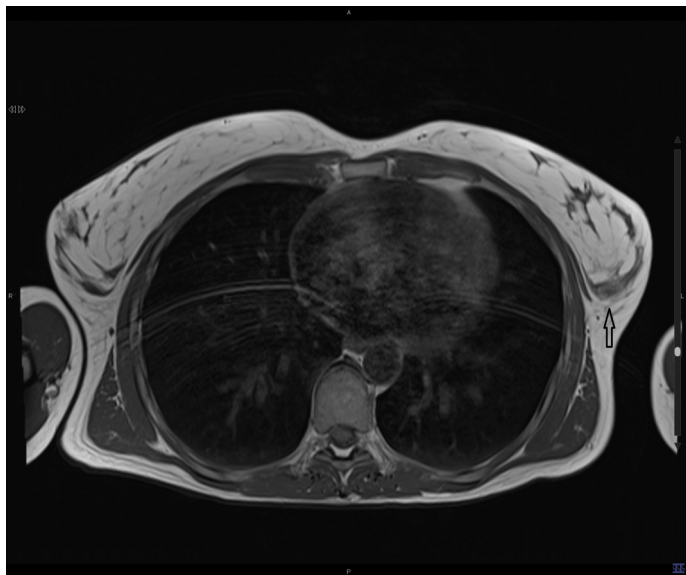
Resonancia magnética torácica, secuencia SET1 axial. Se evidencia una imagen de señal heterogénea en receso posterior de glándula mamaria izquierda con pérdida de contornos y engrosamiento respecto a la mama contralateral, compatible con lesión del ligamento de Cooper (flecha).
